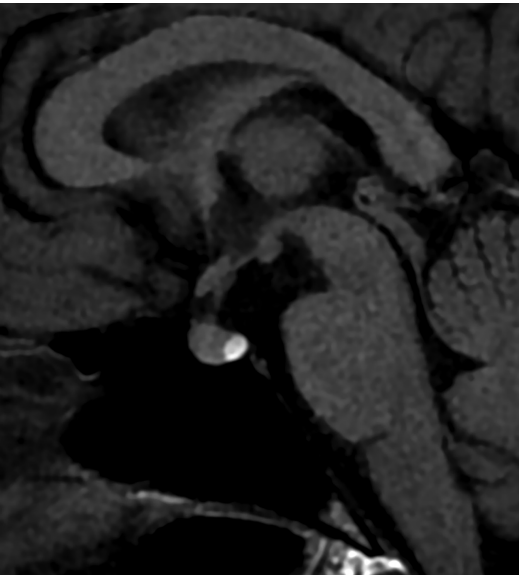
Sagittal planda kontrastlı T1 ağırlıklı normal hipofiz manyetik rezonans görüntüsü.
